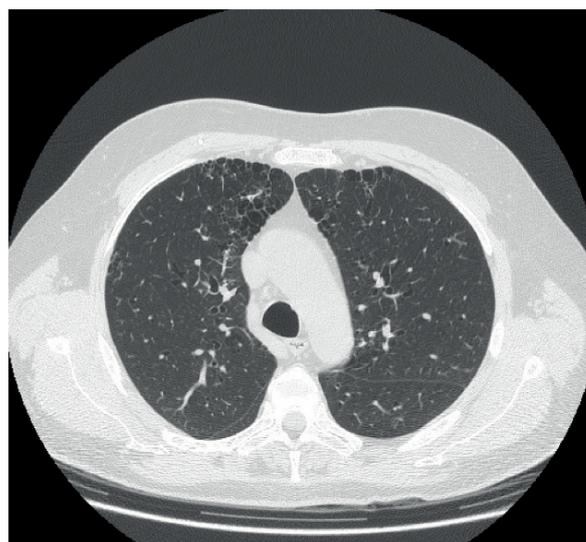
TAC torace con evidenza di enfisema polmonare
